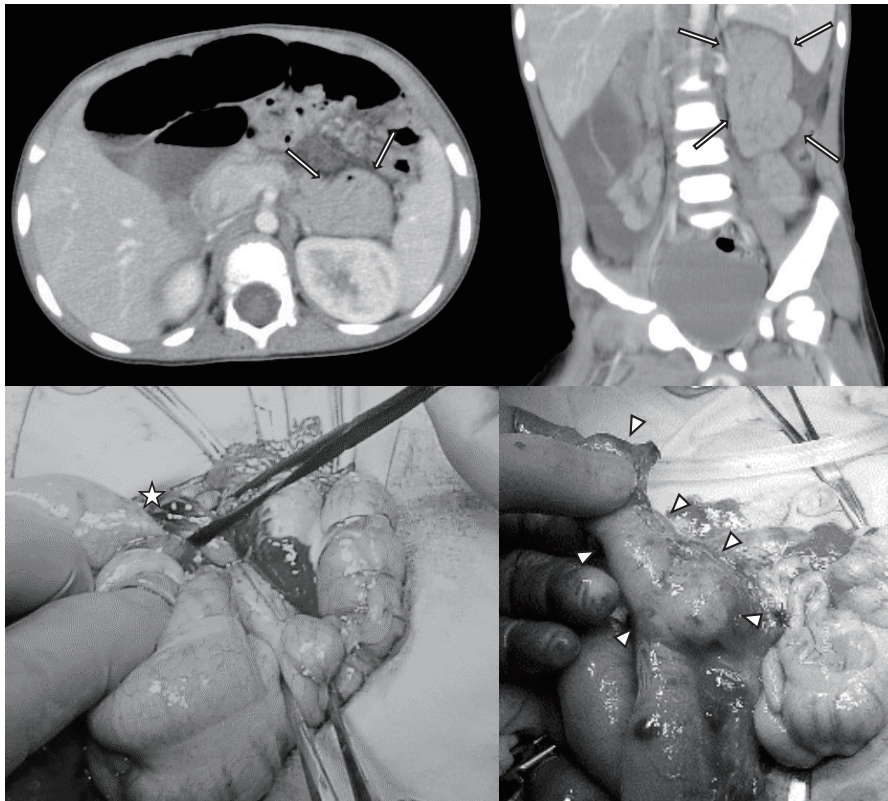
腹部造影CT検査所見及び術中写真(症例7)
